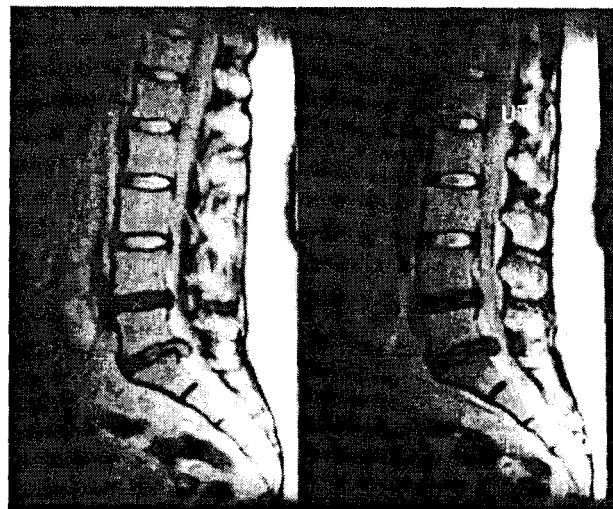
Imagine cu ajutorul RMN a unei hernii discale L5-S1.
